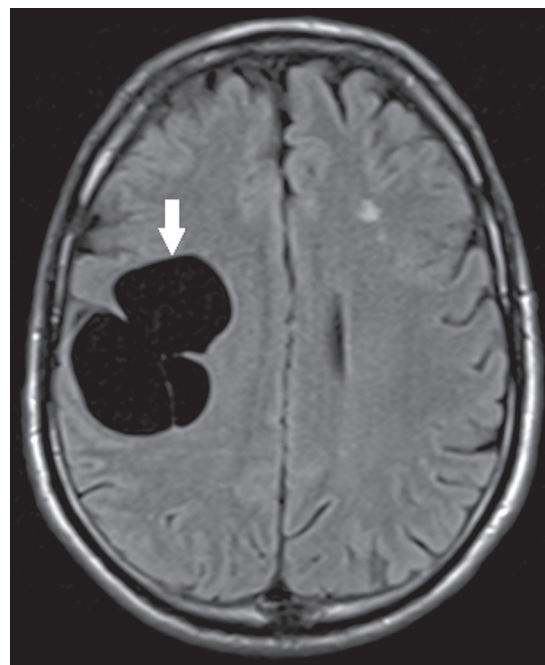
Cisto neuroglial. RM axial FLAIR demonstrando formação cística na substância branca do lobo frontal direito com intensidade de sinal semelhante ao liquor e sem edema circunjacente (seta).
